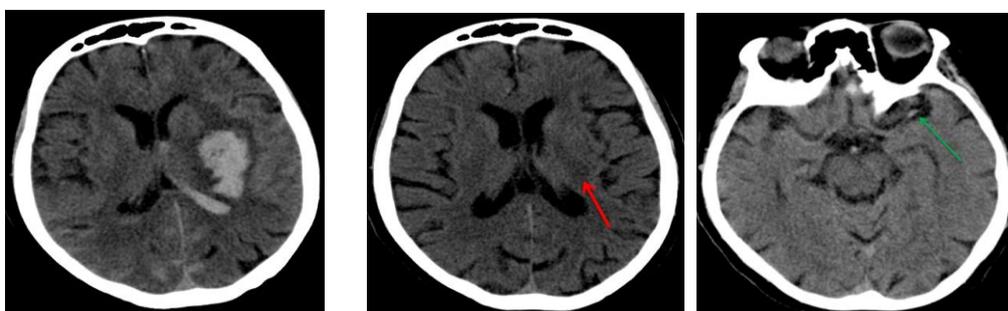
Рентгеновская компьютерная томография пациентки А. через 20 часов после проведения тромболиза.
